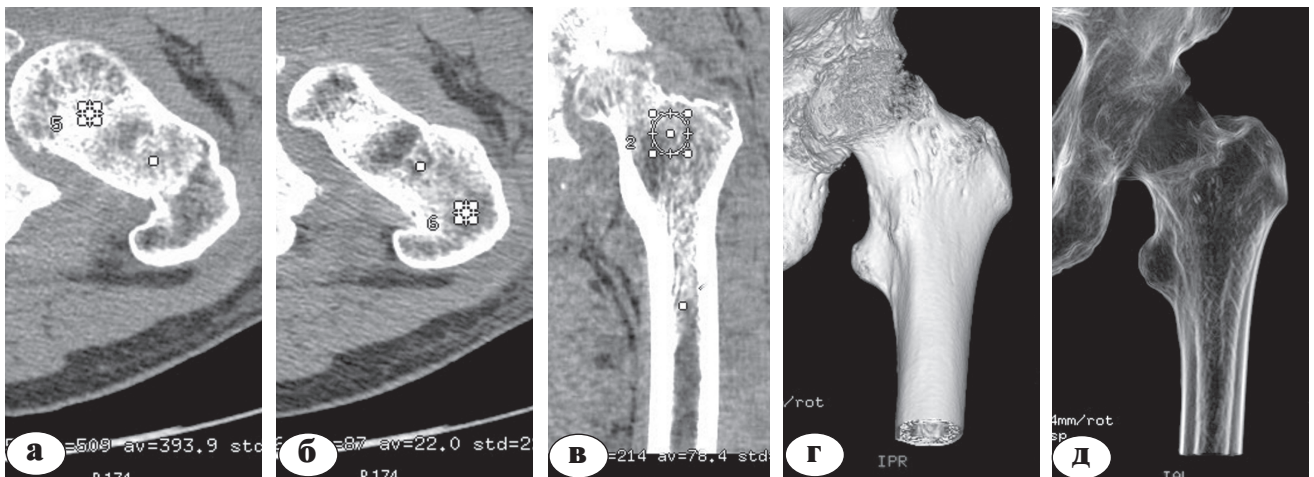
КТ тазобедренных суставов больного З., 49 лет, диагноз – хронический остеомиелит: а, б – аксиальные срезы; в – режим MPR; г, д – режим VRT
